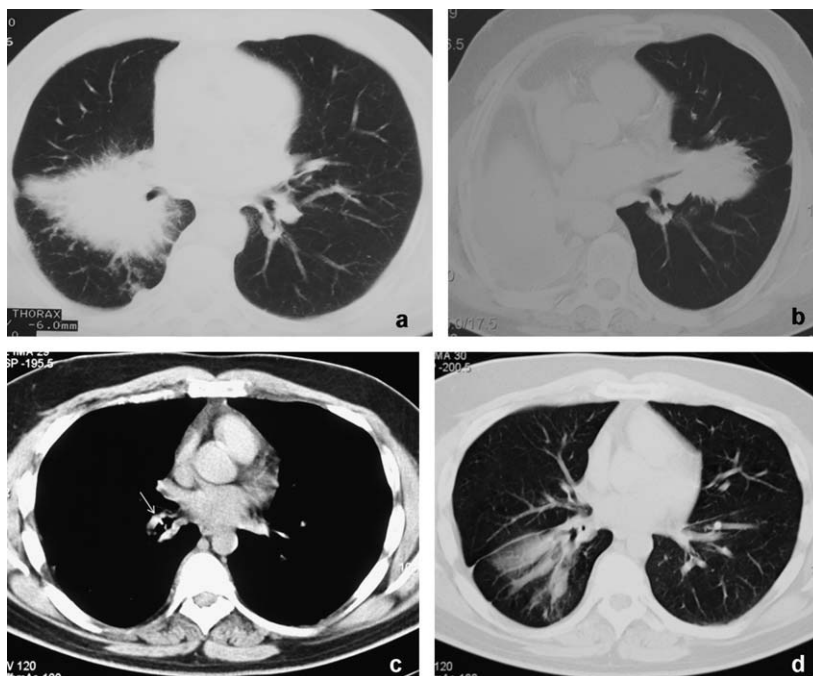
Caso 1: tomografía computarizada de tórax (a) con contraste que muestra una masa espiculada de gran tamaño alrededor del bronquio intermedio; 9 meses después (b) se detecta una masa espiculada contralateral que entra en contacto con el bronquio de la llingua. El paciente fue tratado con prednisona. Caso 2: la tomografía computarizada torácica (c) muestra una lesión endobronquial con calcificaciones puntiformes en el bronquio lobular inferior (flecha), que produce una atelectasia parcial postobstruiva del lóbulo inferior derecho (d).
